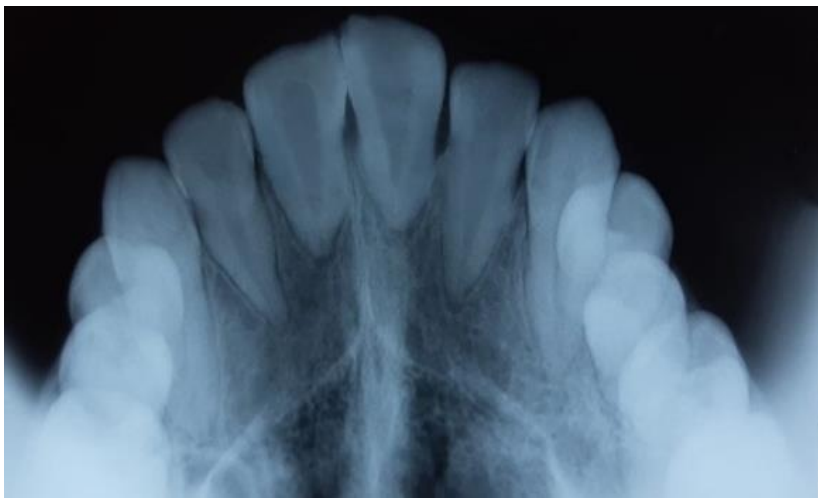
Radiografía oclusal de seguimiento.
